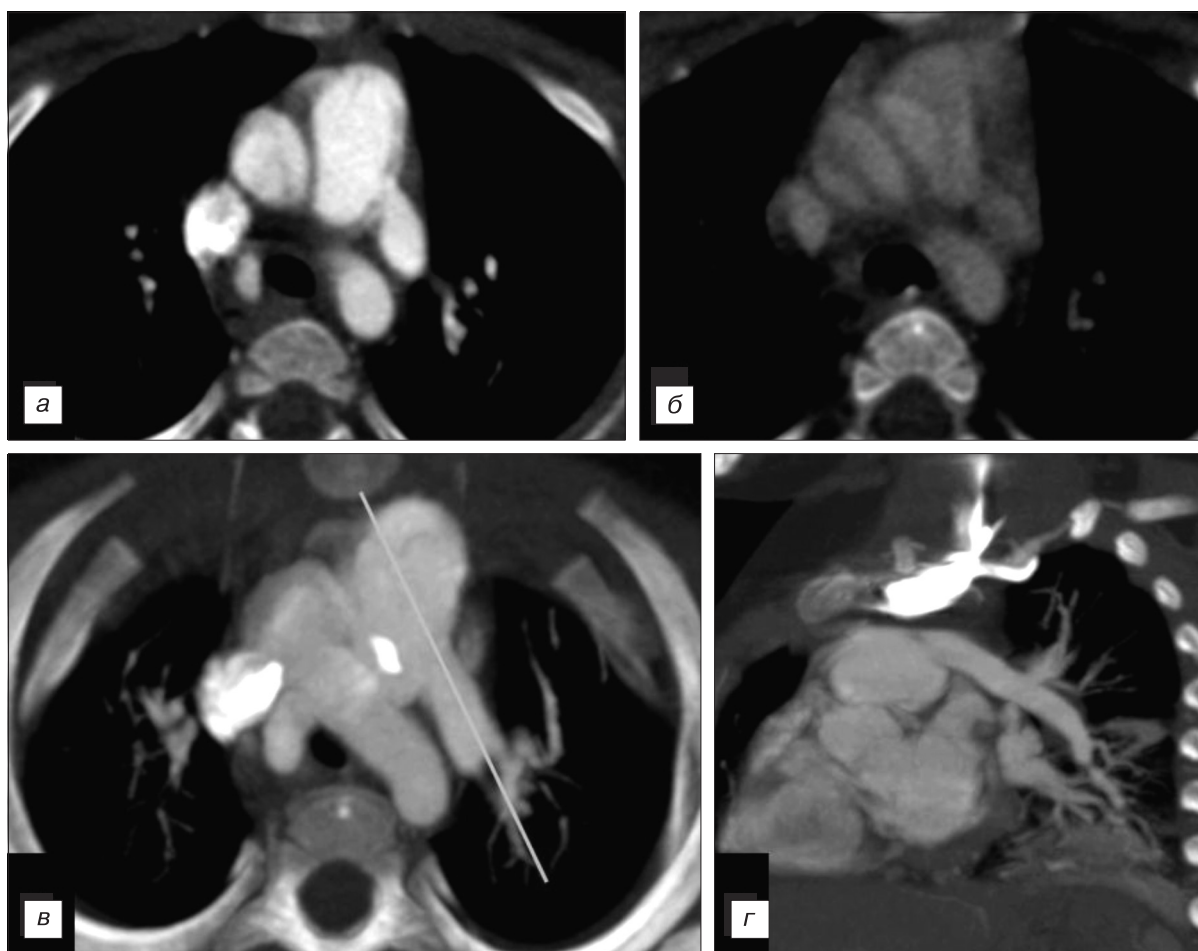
Компьютерные томограммы больного Я.
